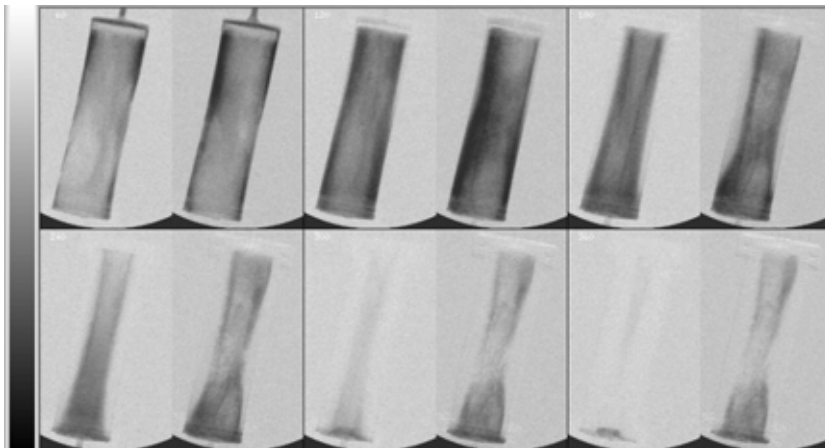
X-ray images between before and after increasing column pressure.
